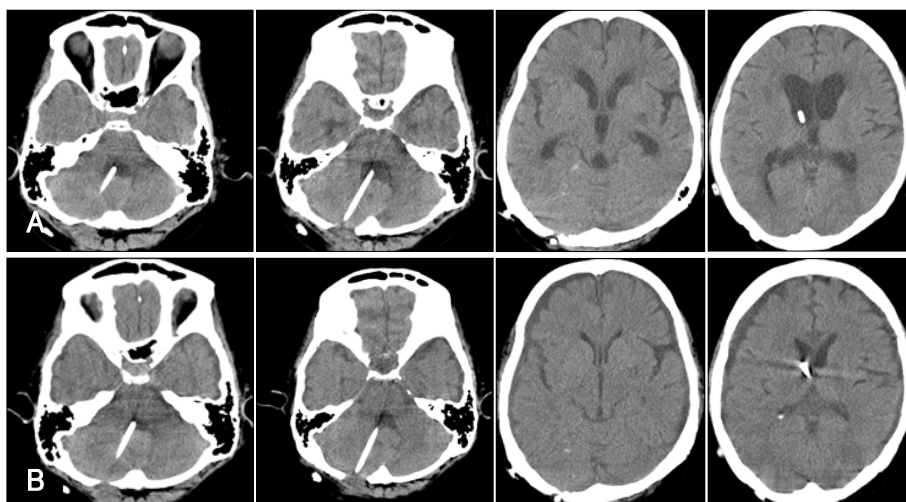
Post 2nd shunt operation computed tomography scan. The trapped 4th ventricle was improved without penetration of brain stem, and hydrocephalus was successfully improved. A: 6 weeks later. B: 8 weeks later.
